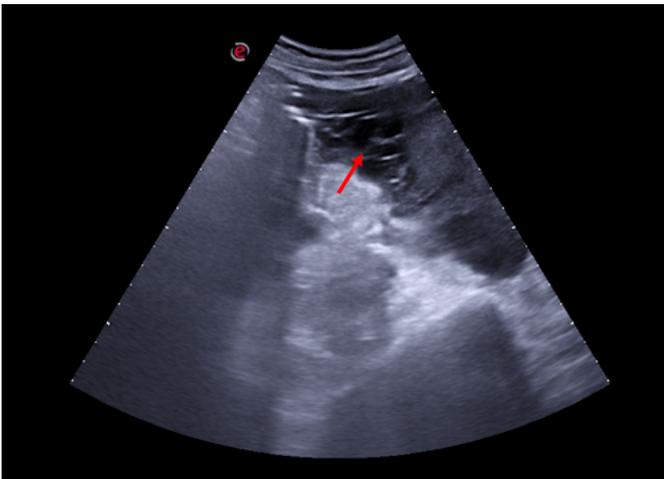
Plano coronal izquierdo de ecografía en la que se ve líquido libre periesplénico con tabiques en su interior (flecha roja).
